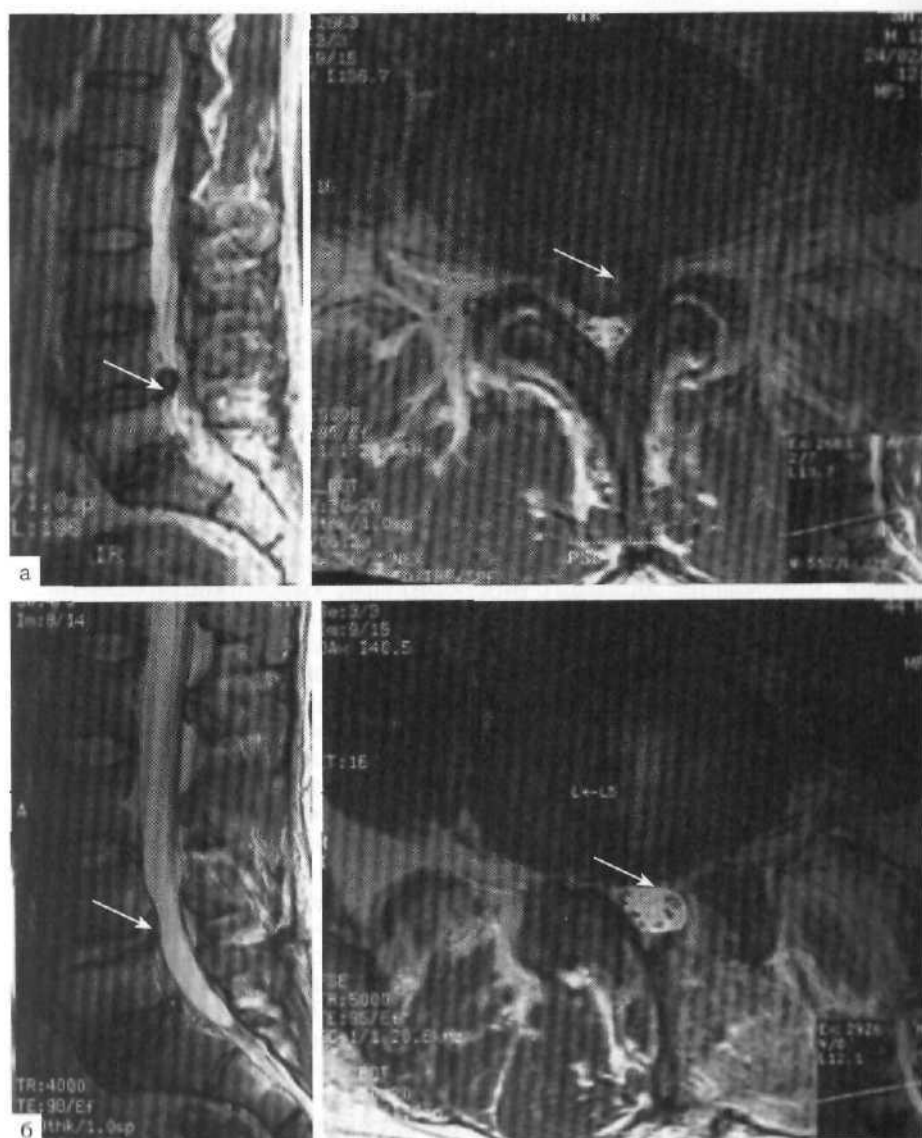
Центральная грыжа диска L_{IV} — L_V . МРТ до (а) и после операции (б).
